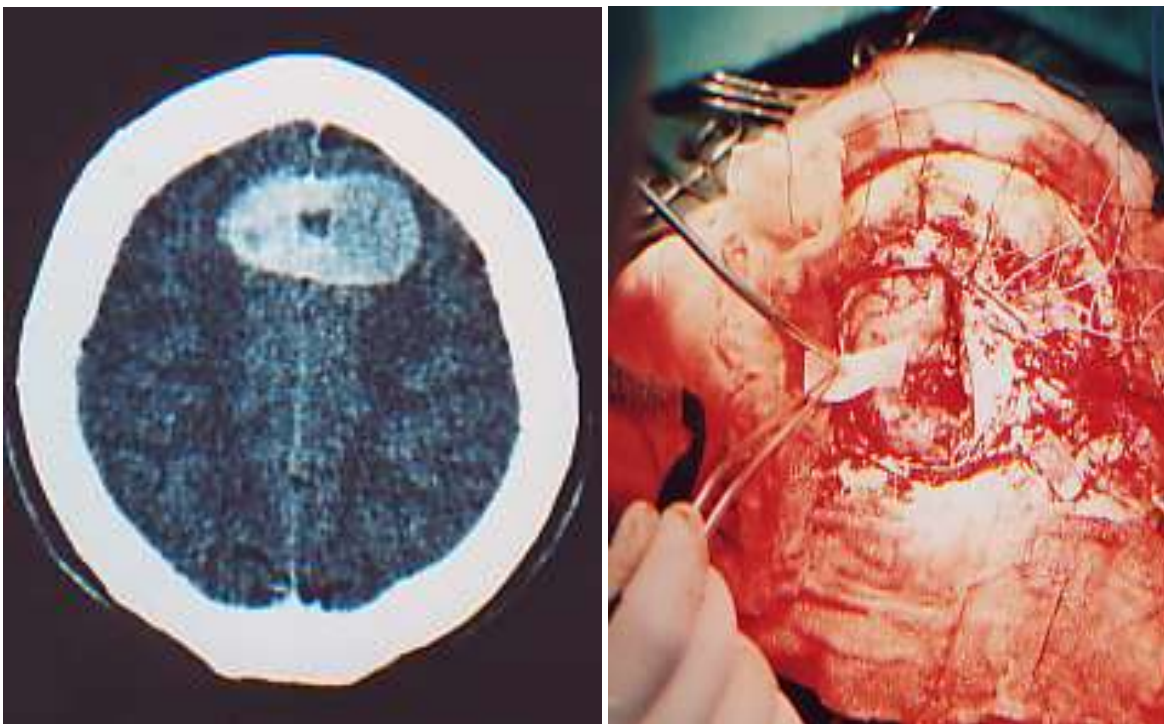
TC-Cráneo simple. Lesión tumoral hiperdensa, con efecto de masa a nivel de la convexidad frontal derecha. Fig. 10. Extirpación total del meningioma, obsérvese la amplia vascularización, característica de esta variedad tumoral. Archivo personal.*
